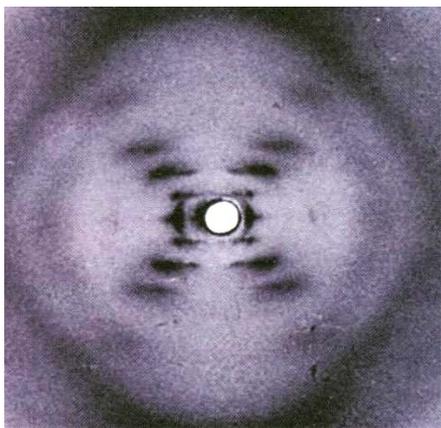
Первая рентгенограмма молекулы ДНК, полученная американским исследователем Розалинд Франклин [7]
